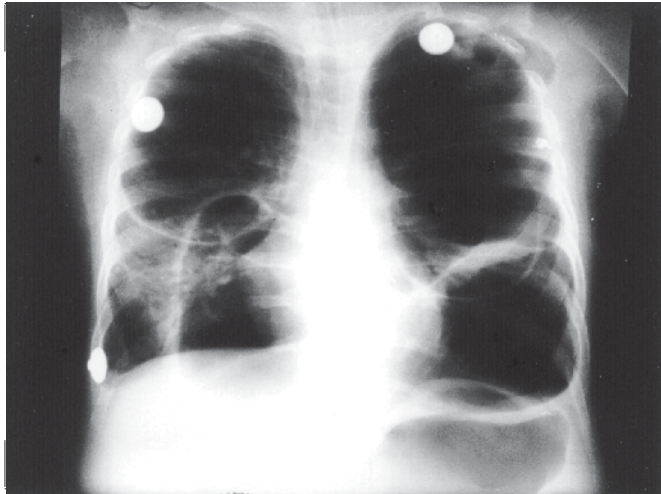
Radiografia de tórax evidenciando aumento de volume das pneumatoceles
